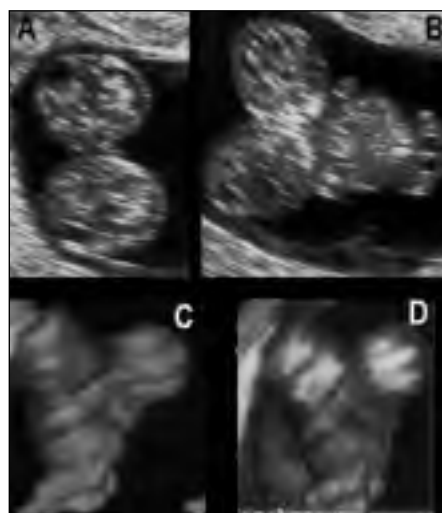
Conjoined twins at 12 weeks of gestation by 2D and 3D transvaginal sonography. Figure 8A and 8B shows transverse sections through fetal heads which reveals two normal heads adjacent each other. Figure 8C and 8D shows surface rendered reconstruction of conjoined twins is useful for classification of malformation-thoracophagus.
